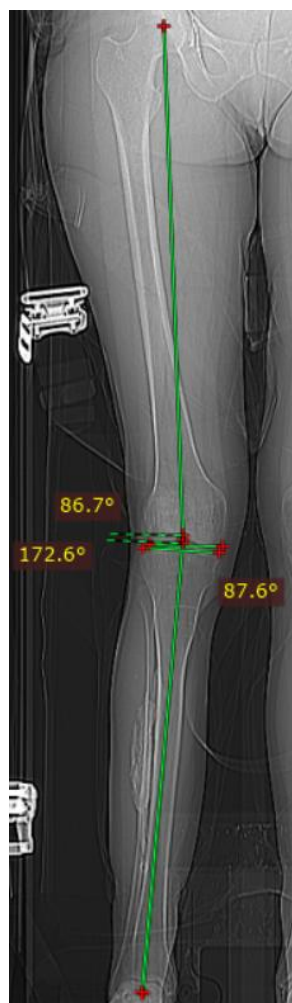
Телерентгенограмма правой нижней конечности
